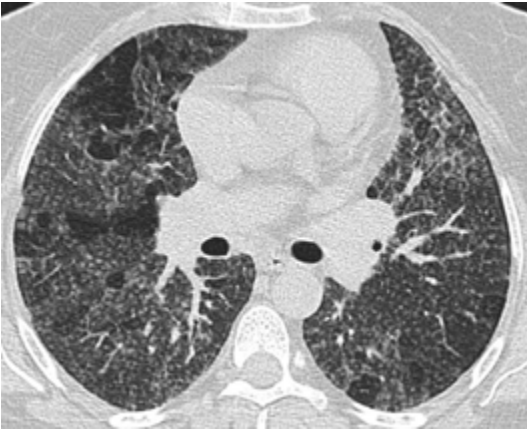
TDM : micronodules centrolobulaires diffus associés à des images de piégeage aérien.
